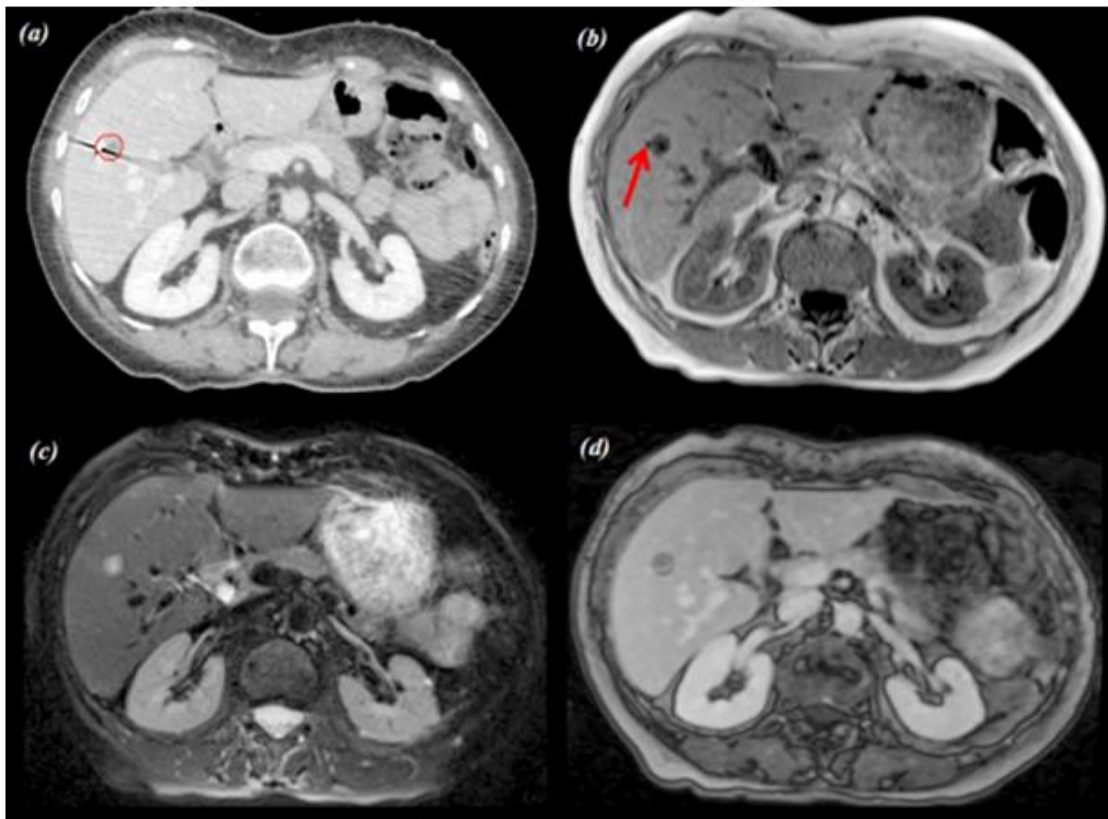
Example of registered image for a breast metastasis in liver segment V (a): injected CT50 with target contour delineated in red thanks to the MR sequences. (b): T1 DIXON with red arrow identifying the fiducial. (c):T2 showing hyper intense lesion (d): injected T1 FLT.
